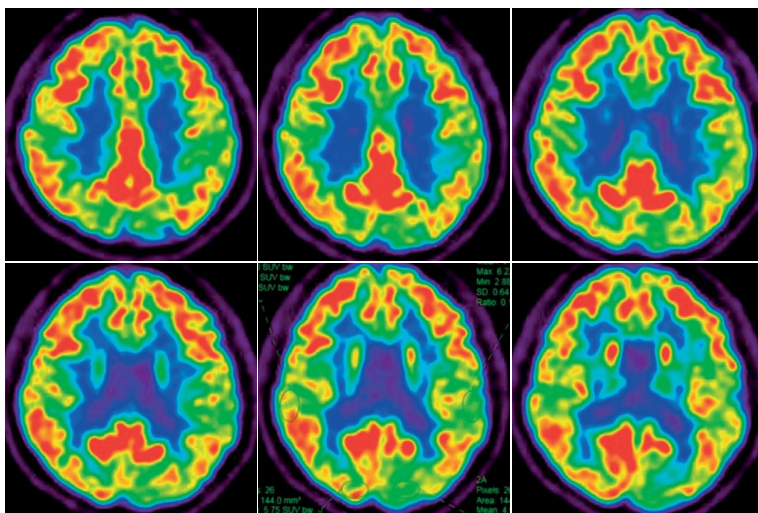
病例3 头颅FDG-PETCT示, 双侧上顶叶、额顶叶交界区代谢中度减低; 左侧额颞叶交界区、左侧下颞叶、左侧枕叶代谢轻中度减低
